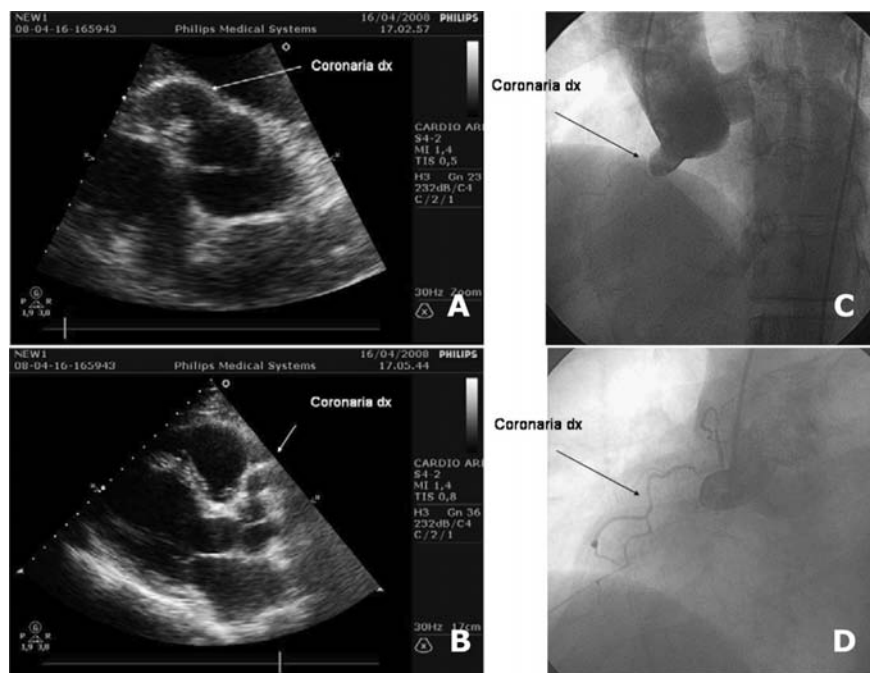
Aneurisma dell'origine della coronaria destra. A: ecocardiogramma transtoracico proiezione asse corto a livello dei grossi vasi, off-axis: si visualizza struttura vascolare che origina dal seno di Valsalva destro, con decorso tipico della coronaria destra. B: ecocardiogramma transtoracico proiezione parasternale asse lungo: a livello della radice aortica, in corrispondenza della cuspidi coronarica destra, struttura vascolare con decorso inizialmente parallelo alla radice aortica del diametro di circa 12 mm. C e D: angiografia coronarica selettiva destra (proiezioni obliqua sinistra e obliqua destra, rispettivamente) con evidenza di dilatazione aneurismatica dell'origine del vaso, che si presenta ipoplasica nel suo decorso successivo.
